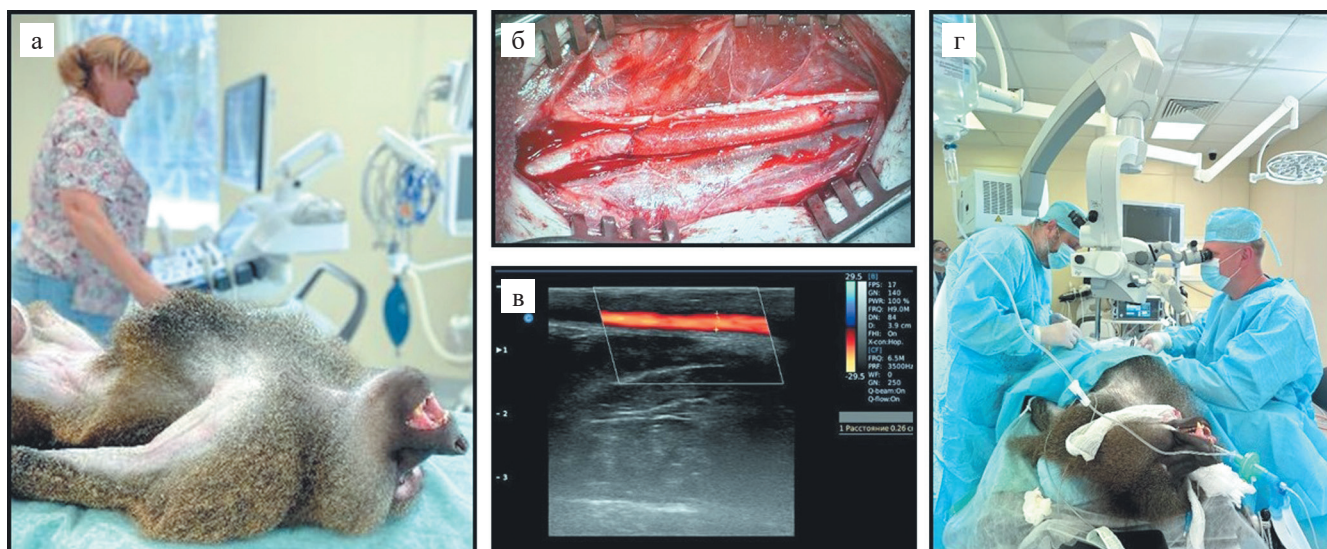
Преклинические испытания сосудистых протезов малого диаметра на модели примата: а – оценка диаметра бедренных артерий методом УЗИ; б – вид сосудистого протеза, имплантированного в бедренную артерию павиана; в – подтверждение проходимости имплантированного сосудистого протеза методом УЗИ; г – момент имплантации сосудистого протеза
